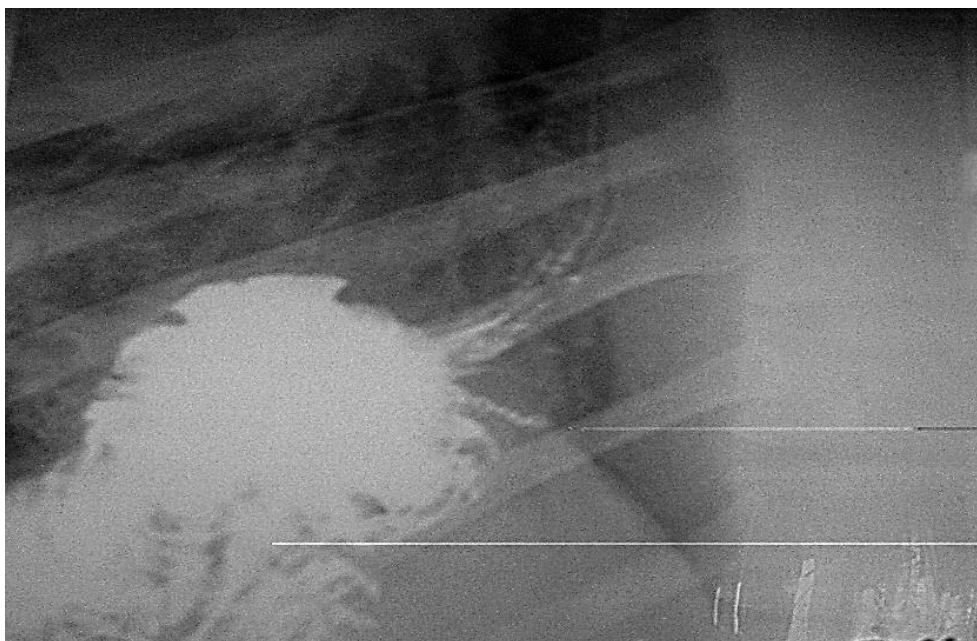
Рентгенограмма. Больной П., 64 года.
